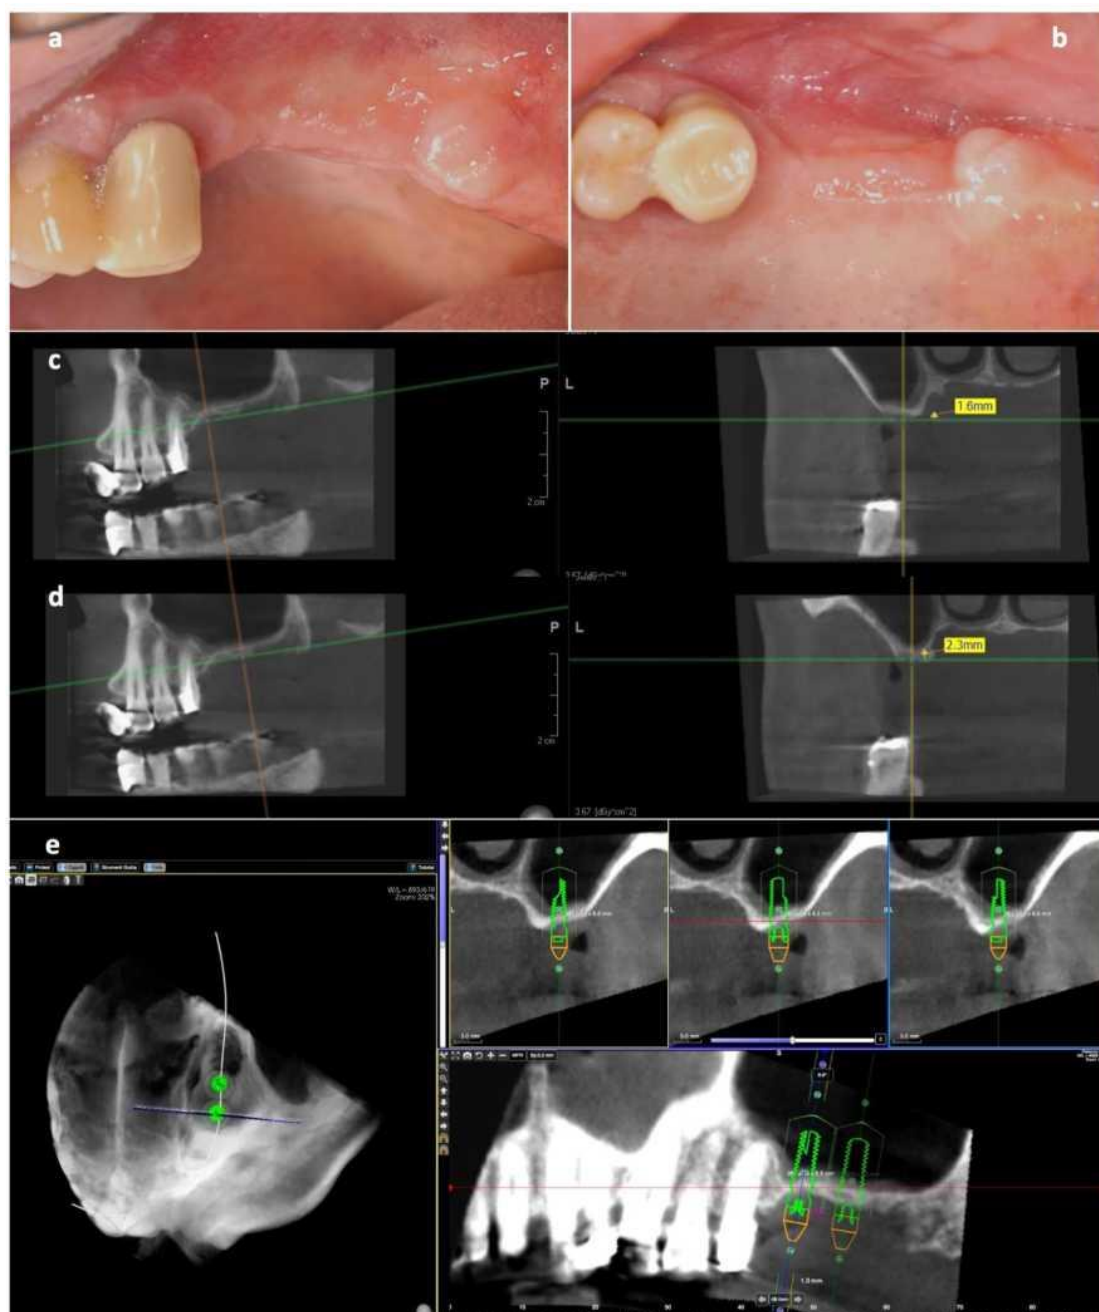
Клинические изображения, полученные до операции (a, b), и конусно-лучевая КТ на участке имплантации (c, d).
